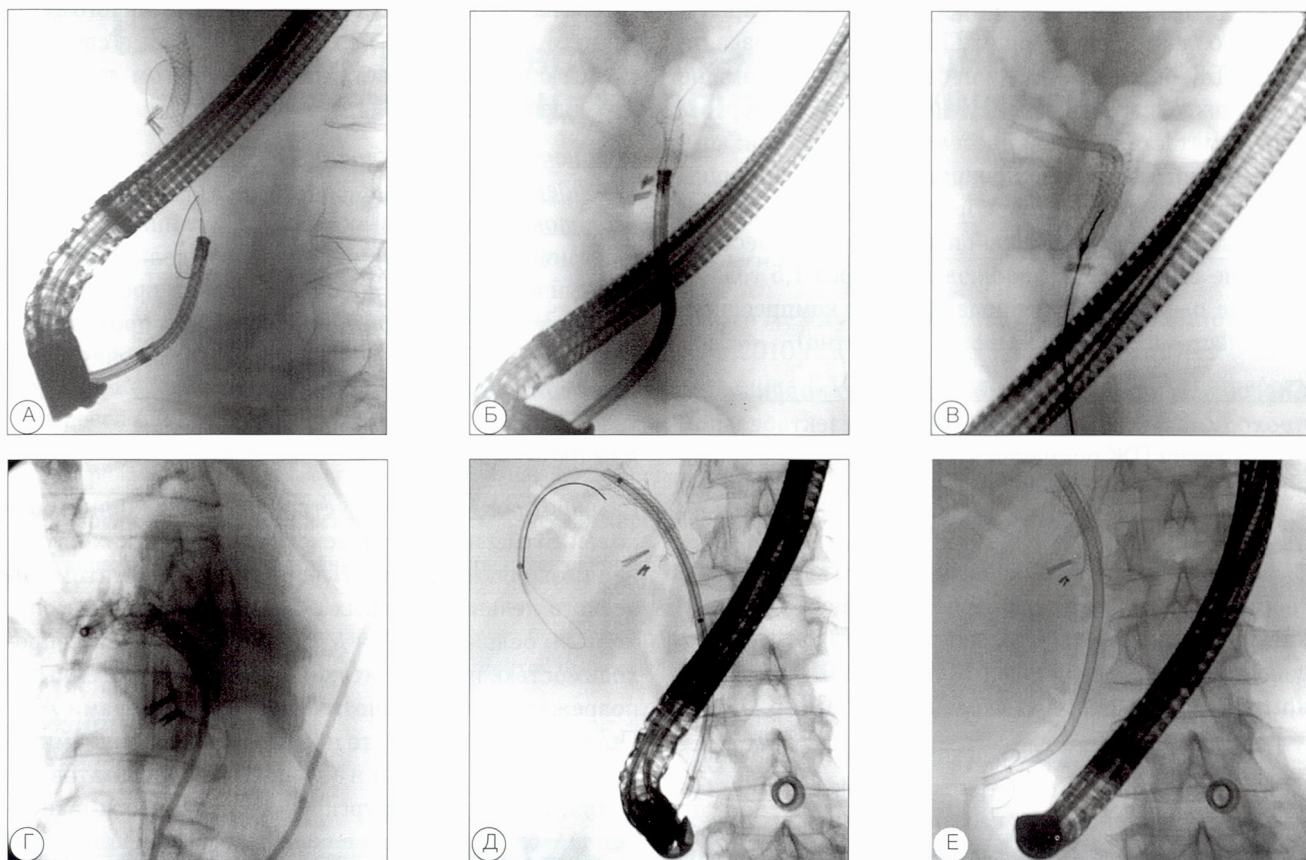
То же наблюдение. Состояние после реконструктивного этапа комплексной методики. Оклюзия эндобилиарного СРМС. Иллюстрация эндоскопического восстановления и поддержания восстановленной проходимости СРМС (рентгенограммы): А – пероральная холангиоскопия и реканализация СРМС; Б – СРМС реканализирован, гибкий проводник введен в долевого ЖП; В, Г – установка назобилиарного дренажа (НБД) для ликвидации острого гнойного холангита; Д, Е – установка «stent-in-stent» полимерного билиодуоденального стента
